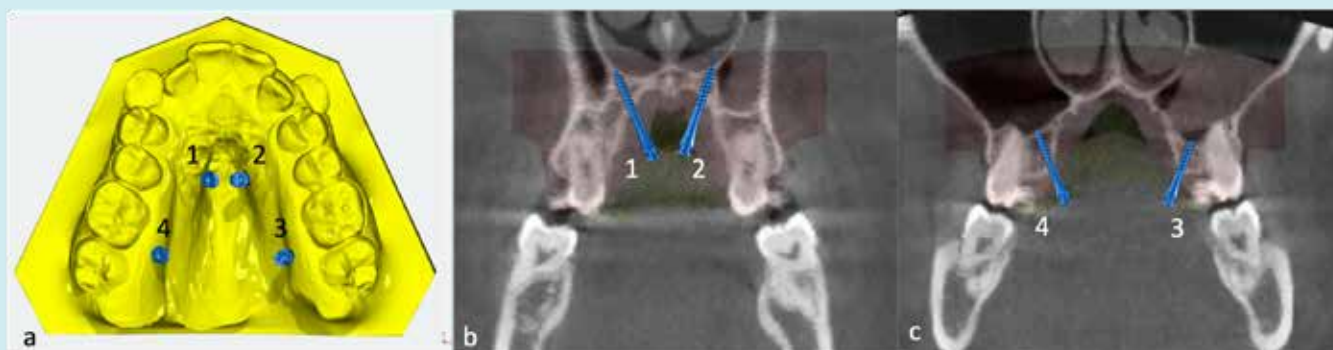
Planification de l'engagement bicortical des minivis, adapté à l'anatomie régionale. (a) Vue occlusale de la conception numérique de l'appareil (en jaune) sur le modèle dentaire maxillaire, illustrant la position des quatre minivis : paire antérieure (1 : droite ; 2 : gauche) en position paramédiane par rapport à la suture médio-palatine, et paire postérieure (3 : droite ; 4 : gauche) en position inter-radicaire entre les premières et secondes molaires maxillaires. (b) Coupe coronale CBCT au niveau des minivis antérieures, montrant l'engagement sur les deux corticales : palatine et plancher nasal, avec une protrusion apicale minimale dans la cavité nasale. (c) Coupe coronale CBCT au niveau des minivis postérieures, montrant l'engagement sur les deux corticales : palatine et plancher du sinus maxillaire; les apex filetés étant ancrés dans la corticale du plancher sinusien, la membrane sinusienne demeurant intacte.
